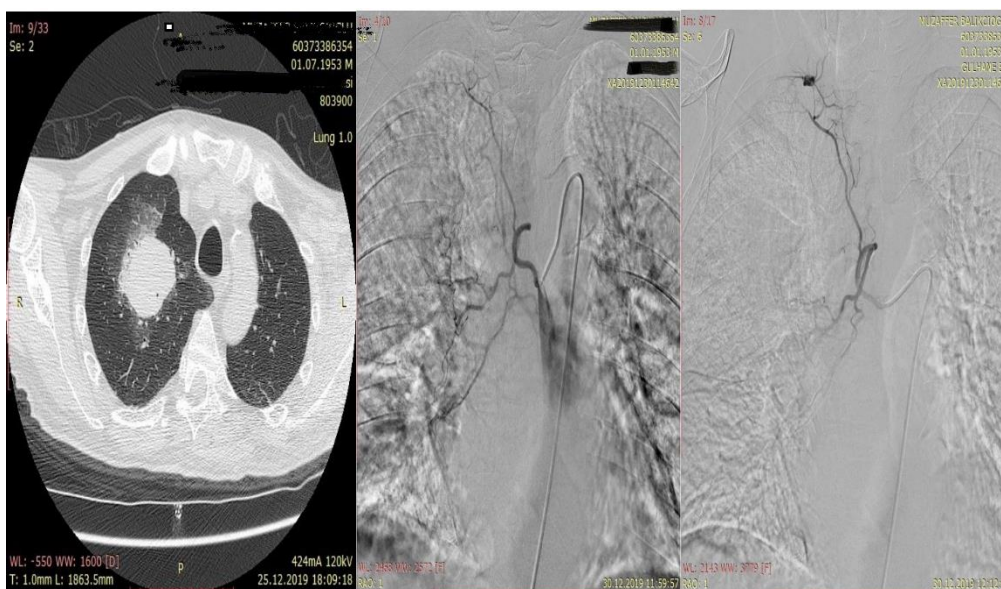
CT and angiographic images of patients with metastatic malignant melanoma
